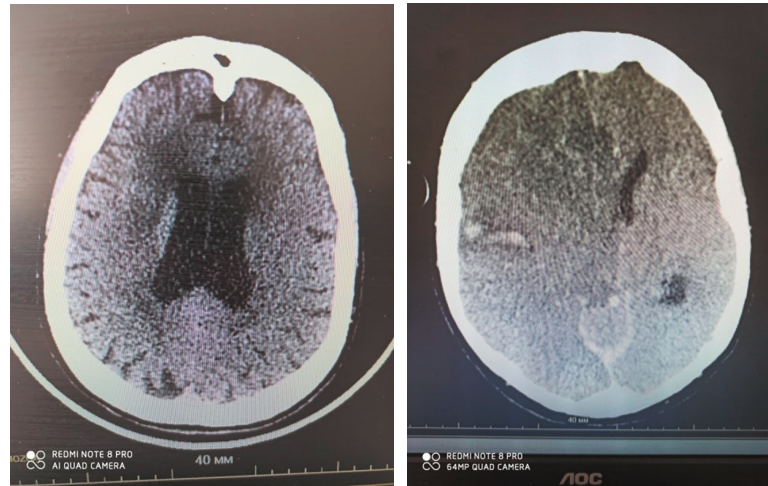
КТ головного мозга до и через 24 часа после проведения тромболитика у пациента с ГТ
